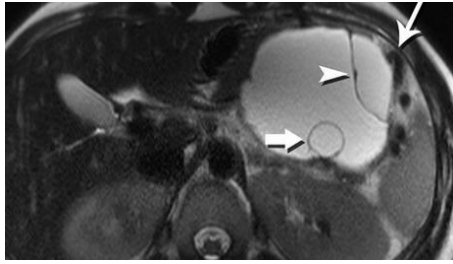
septierte oligozystische MCN, MRT t2; (dicker Pfeil und Pfeilspitze = Septum; langer Pfeil= venöse Kollateralen bei Milzvenenverschluss) (Bridges 2015)
